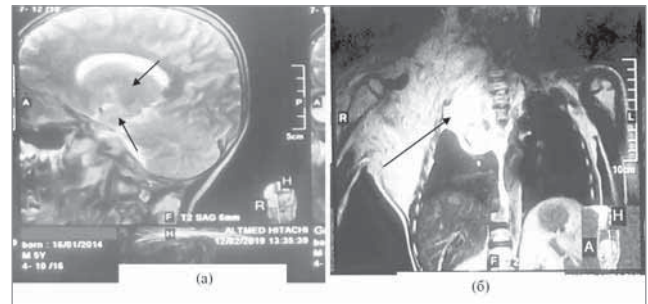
МРТ головного мозку (а): гамартоматозні вогнища у білій речовині головного мозку; МРТ шії та грудної клітки (б): візуалізується гігантська нейрофіброма з поширенням у праву плевральну порожнину з частковим колабуванням правої легені
